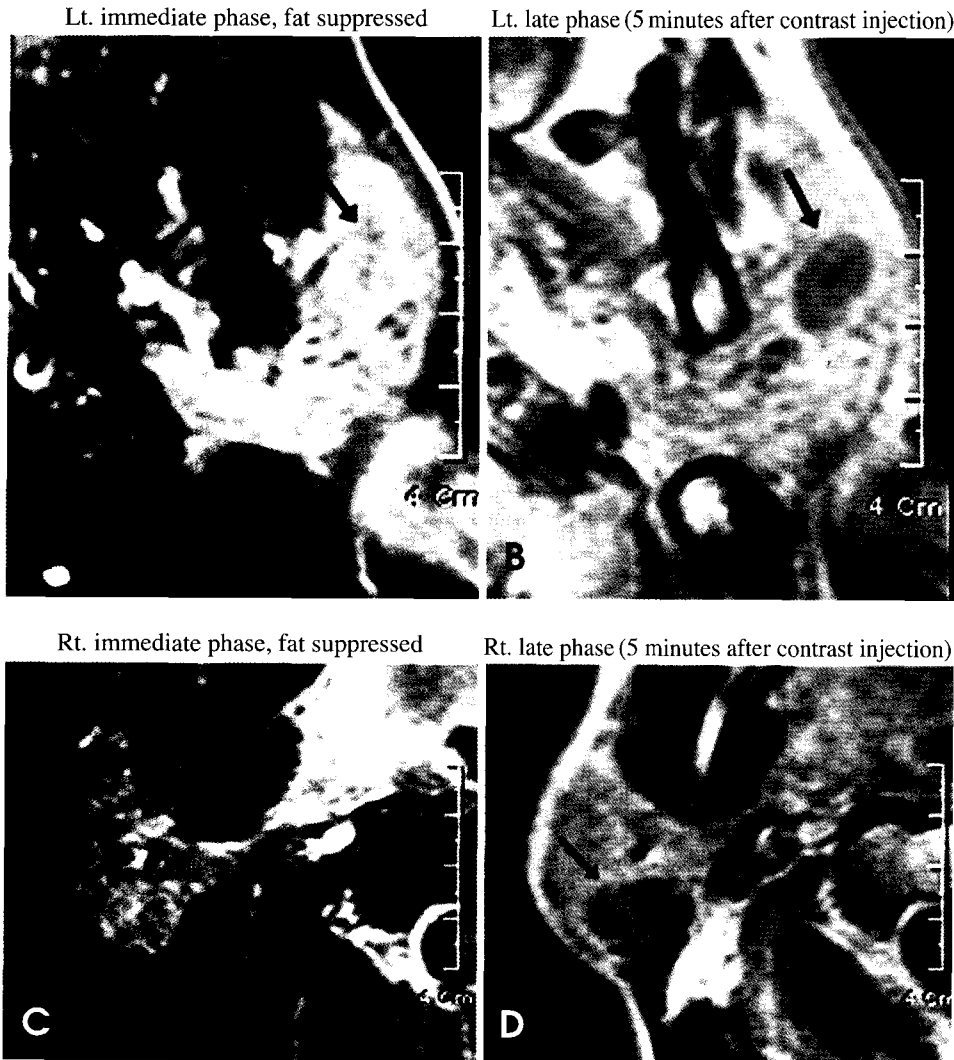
Gadolinium enhanced, fat suppressed T1 weighted axial MR images of parotid gland. The tumorous lesions were enhanced highly (A, C) and showed less enhancement on the postcontrast images (5 minutes after contrast injection) (B, D). Left and right lesions showed the similar contrast enhancement pattern.
